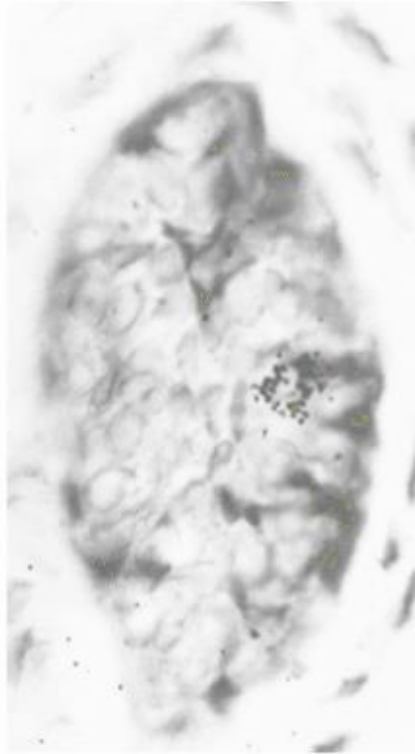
Autorradiografía de una célula de restos epiteliales.(6)
